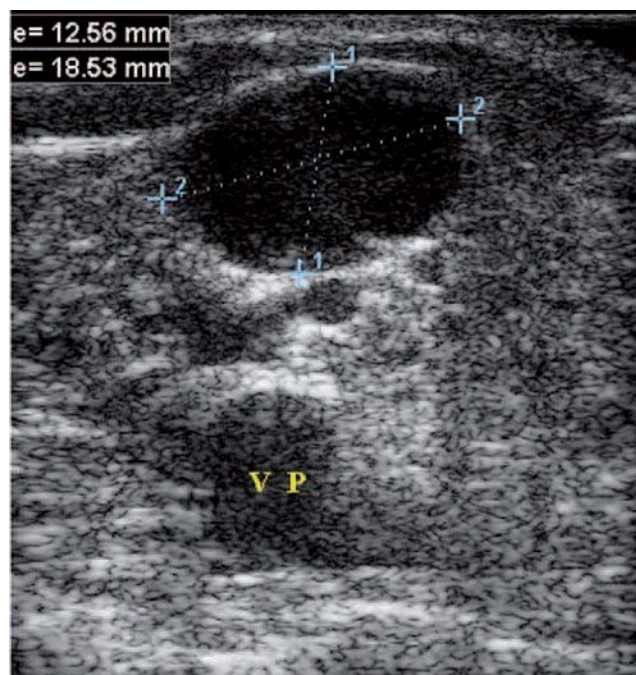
Aspect échographique en mode B de l'anévrisme non thrombosé de la terminaison de la petite veine saphène droite mesuré à 12,5 mm par 18,5 mm
